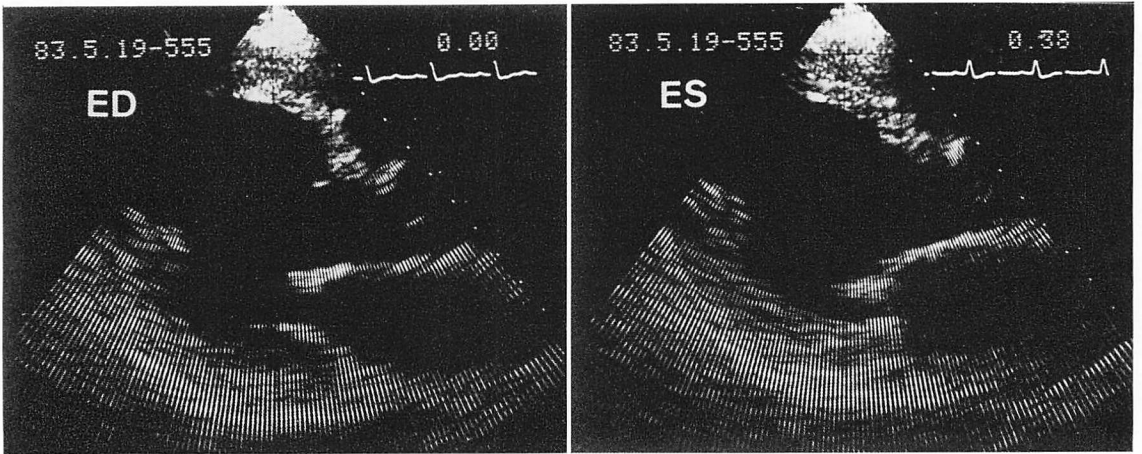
Long-axis cross-sectional echocardiograms of Case 14.
